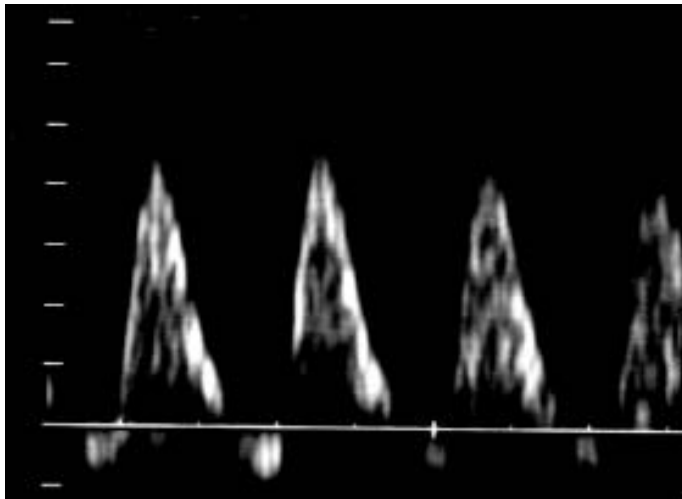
Sonograma-doppler anormal da Artéria Umbilical em gestação de primeiro trimestre. Presença de diástole reversa
